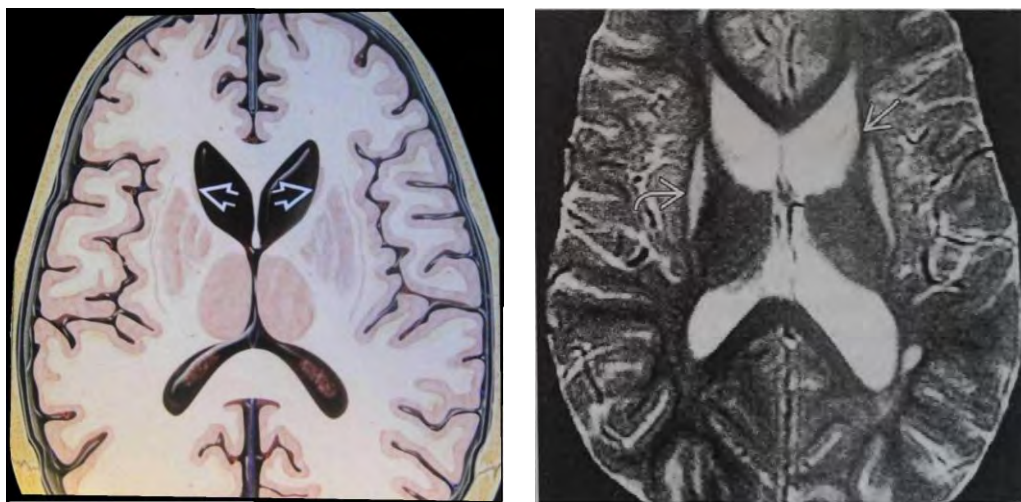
IZQ. Imagen que muestra convexidad y atrofia de los cuernos frontales de los ventrículos laterales y del núcleo caudado. DER. Resonancia Magnética de paciente con Enfermedad de Huntington Juvenil que muestra atrofia bilateral en núcleo caudado, ventrículos alargados y atrofia en el putamen.²³
